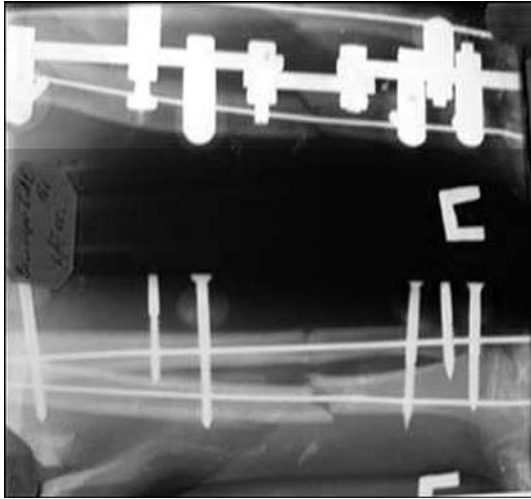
Больной З., 16 лет, рентгенограммы правого предплечья в процессе лечения
